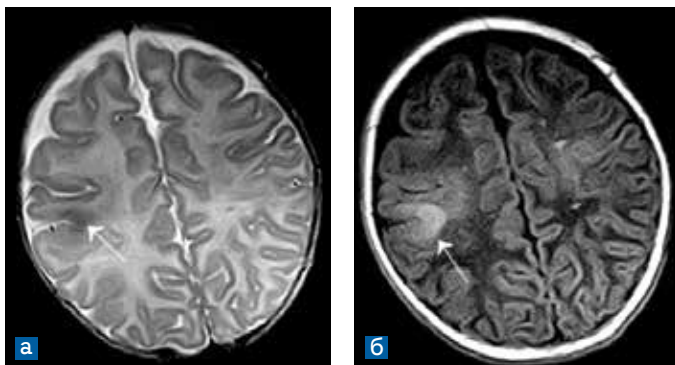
МРТ ребенка в возрасте 2-х месяцев, аксиальные срезы. а) T2-взвешенное изображение; б) T1- взвешенное изображение. Тубер (стрелка) в правой лобной доле, гипоинтенсивный на T2ВИ, гиперинтенсивный на T1ВИ
